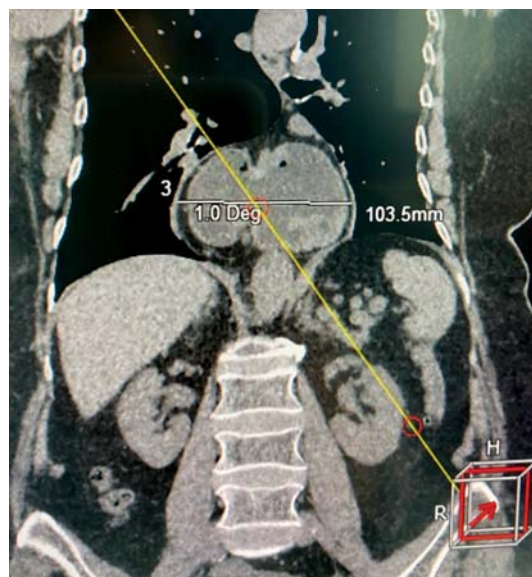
Комп'ютерно-томографічне зображення грижі стравохідного отвору діафрагми з тотальним пролабуванням шлунка в заднє середостіння
